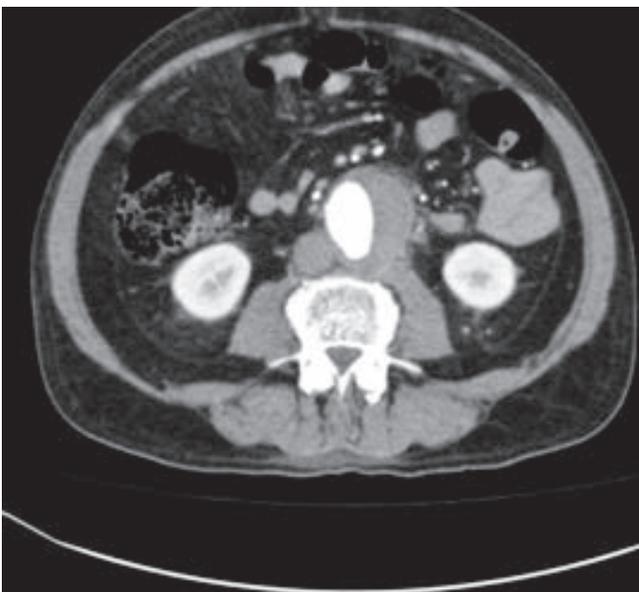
En la tomografía computarizada se observa un aneurisma de la aorta abdominal.
